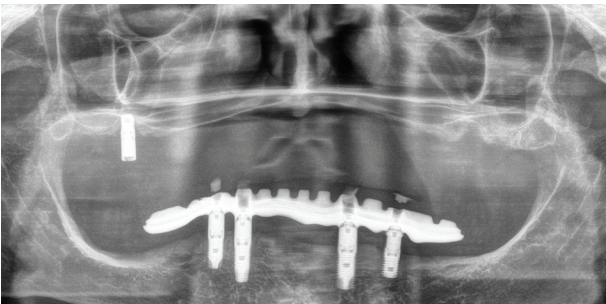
Radiografía inicial donde podemos observar el escaso volumen óseo en altura que presenta el maxilar superior, así como el mal estado en el que se encuentra el único implante disponible en el primer cuadrante, con una pérdida ósea circunferencial.
